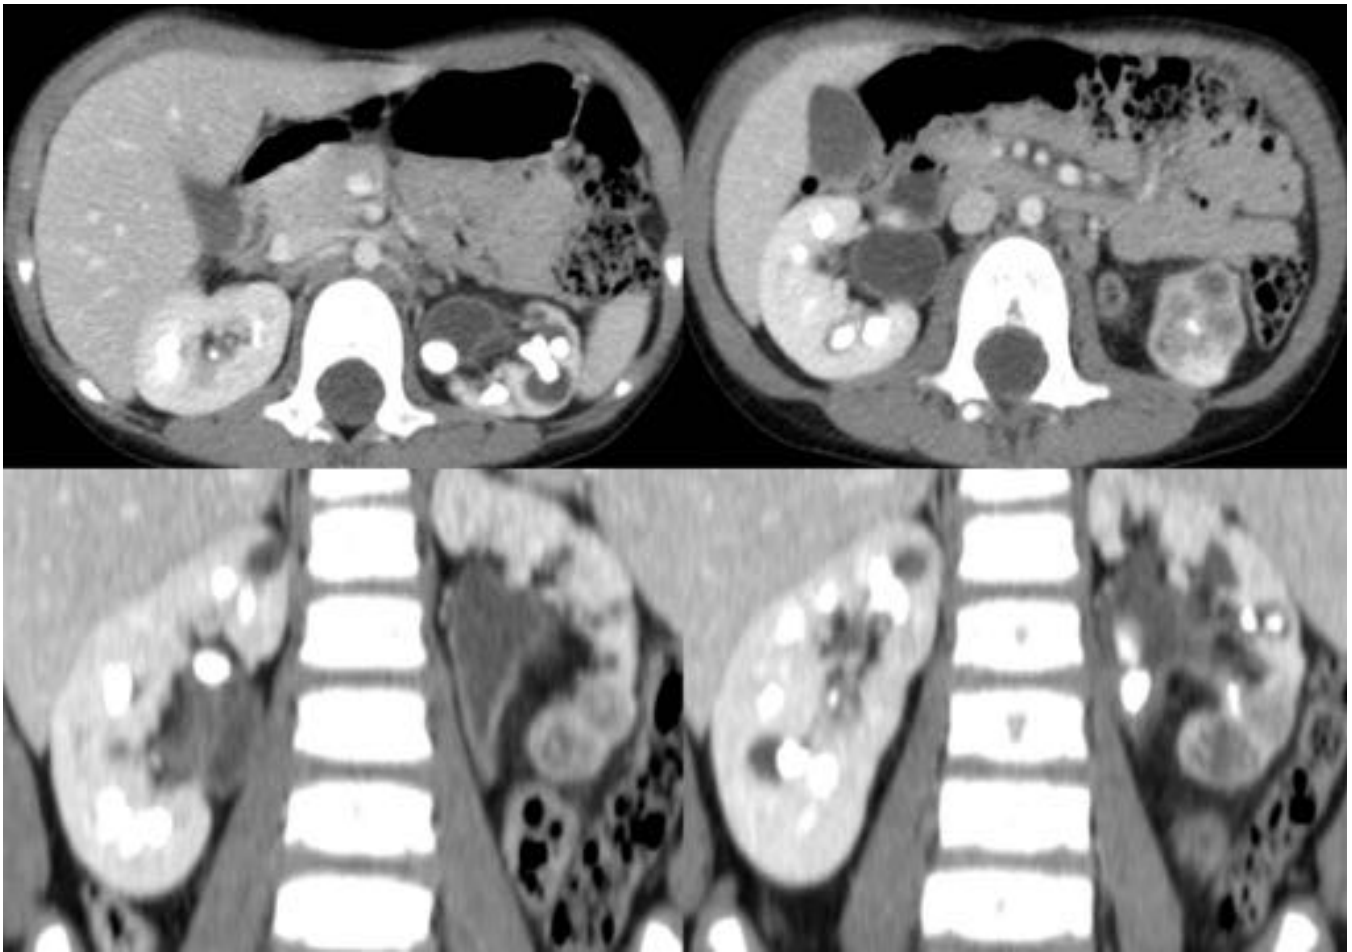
TC que evidencia riñón izquierdo aumentado de tamaño, con parénquima desestructurado y heterogéneo, múltiples litiasis en grupos caliciales con hidronefrosis obstructiva.
